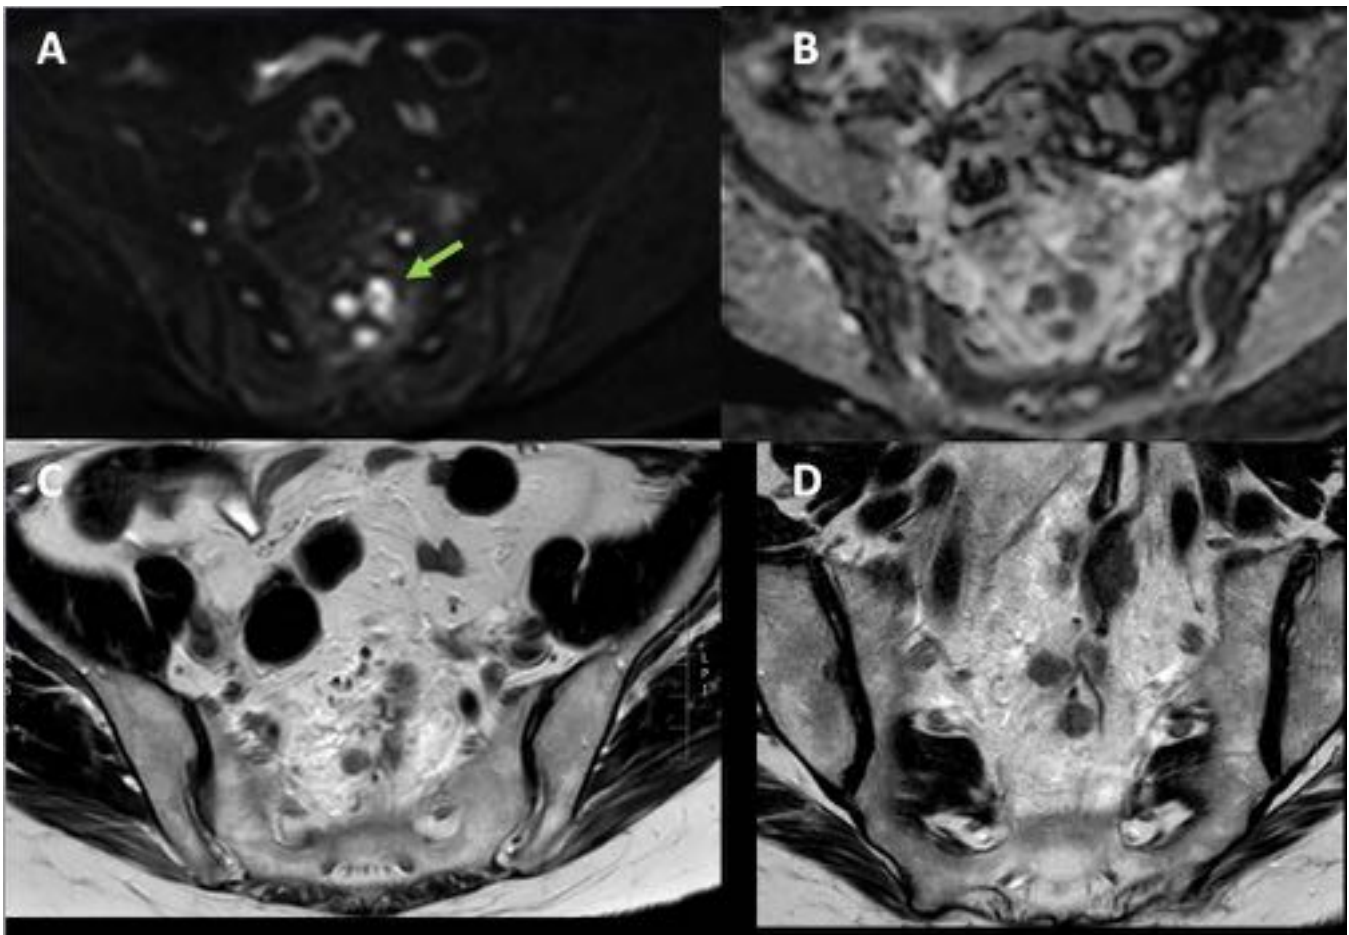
Adenopatías tumorales por neoplasia de recto. A: imagen transversal de RM difusión (b 1000) que detecta ganglios con relativa facilidad (flecha). B: mapa de ADC que muestra restricción de la difusión. Imágenes de RM T2 en planos transversal (C) y coronal de alta resolución (D) donde presentan características morfológicas que aumentan la precisión en la caracterización.
